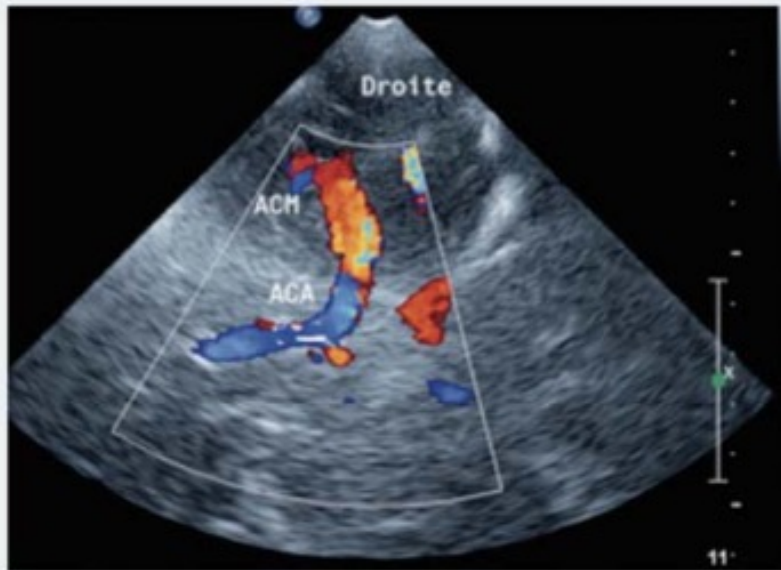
Terminaison de l'ACI et sa division en A1 et M1 (Echo-Doppler couleur) (G Kercret)
